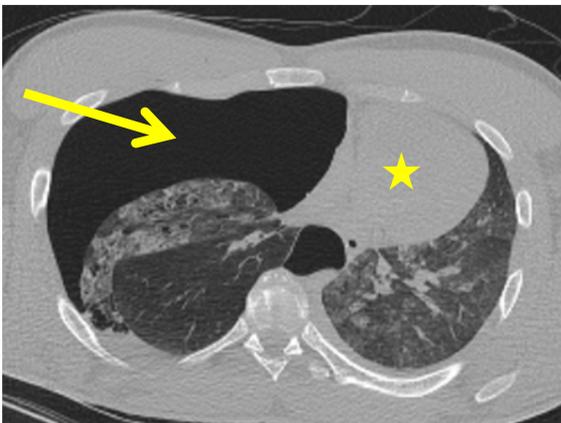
Axiales CT-Bild (horizontaler Schnitt) durch die Brust auf Höhe des Herzens (Betrachtung von unten): Junger Mann verstirbt nach körperlicher Belastung. Die rechte Brusthöhle ist mit Luft (schwarz) aufgefüllt (Pfeil) und das Herz (★) ist nach links abgedrängt.
